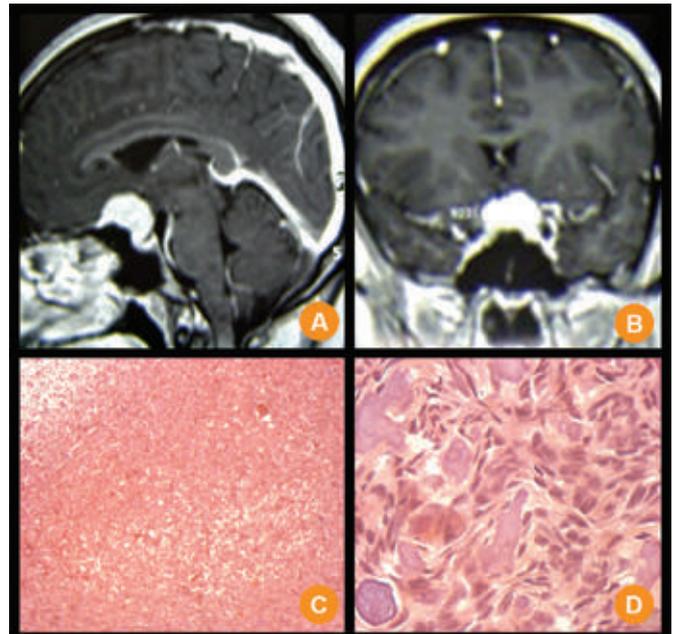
A e B. RM (cortes sagital e coronal em T1 com gadolínio): tumor extra-axial com impregnação homogênea pelo contraste no tubérculo da sela. C e D. Exame anátomo-patológico (H/E). C – aumento de 40X e D – aumento de 200X) evidenciando meningioma psamomatoso.
